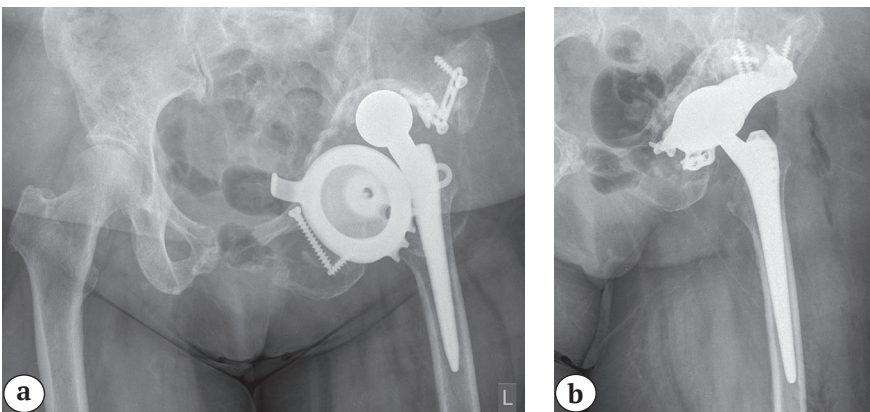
Рентгенограммы таза пациентки 65 лет:
